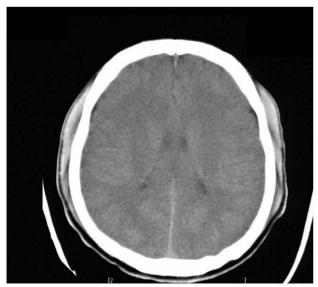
Brain CT of patient B. It shows normal gray-white matter.
